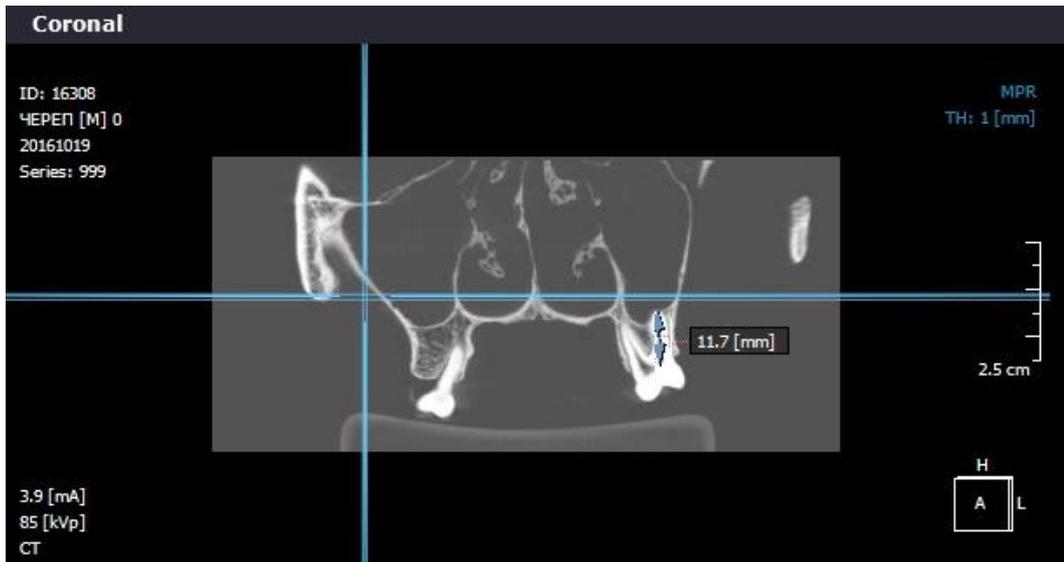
Пример компьютерной томограммы зубов верхней челюсти мужчины по материалам Покровского некрополя
